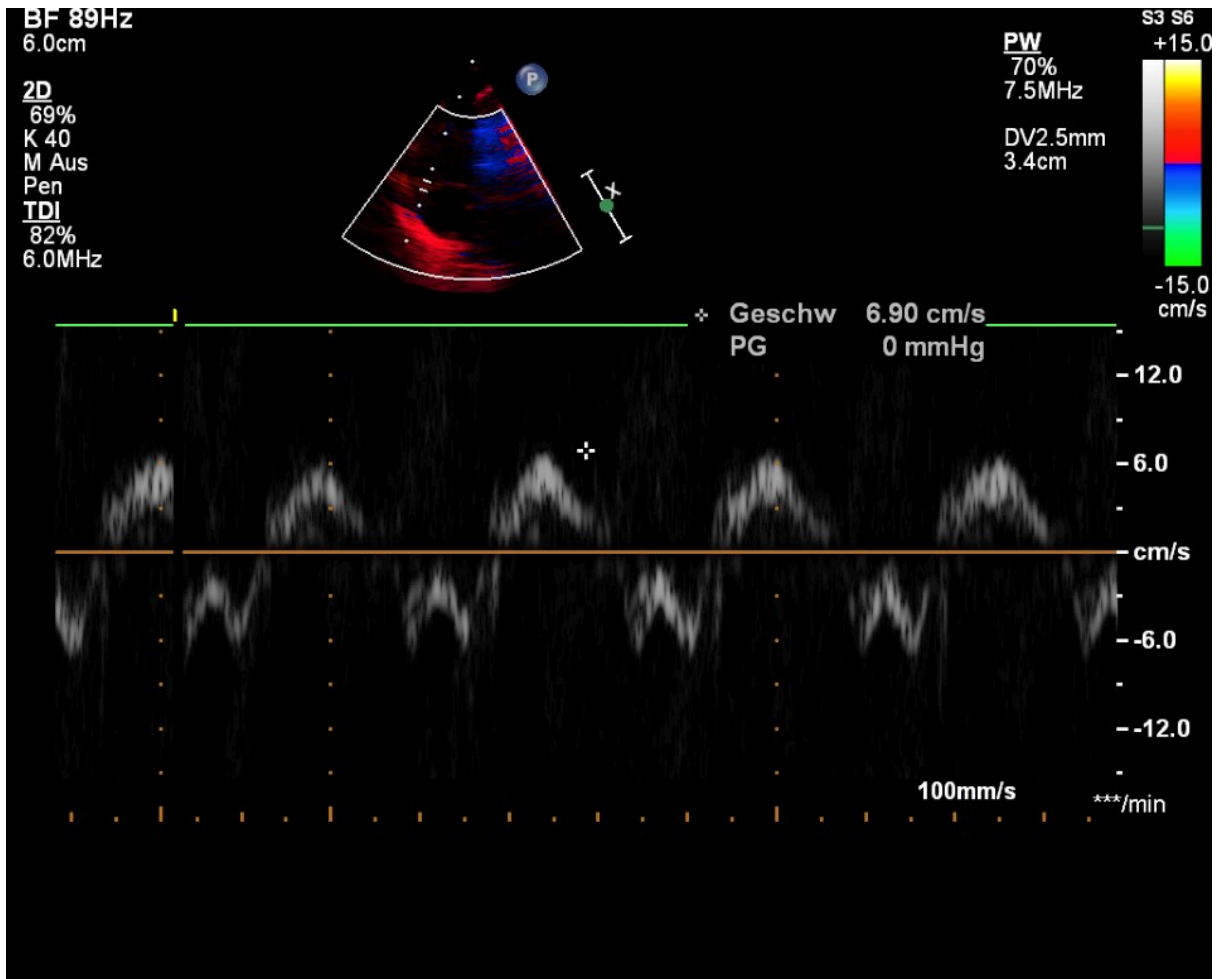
Gewebedopplerechokardiographie im apikalen 4-Kammer Blick: Die weiß gestrichelte Linie im oberen Bild zeigt die Cursorposition am lateralen Annulus der Trikuspidalklappe. Die Messung erfolgte bei einem gesunden Neugeborenen. Die TAPSV beträgt 6,90cm/s [6].
